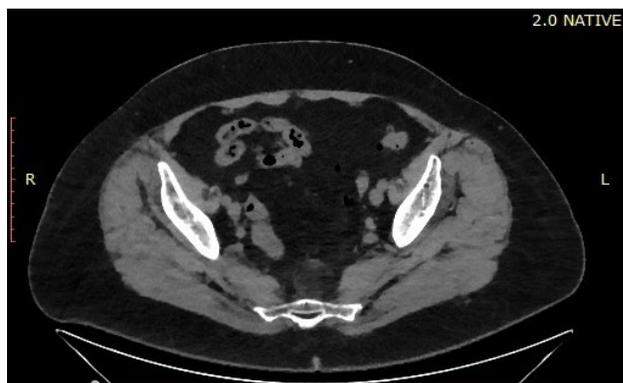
МСКТ органов малого таза
